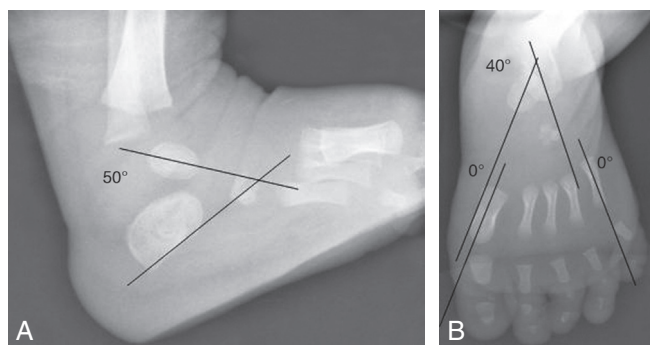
Radiographie d'un nouveau-né normal.
